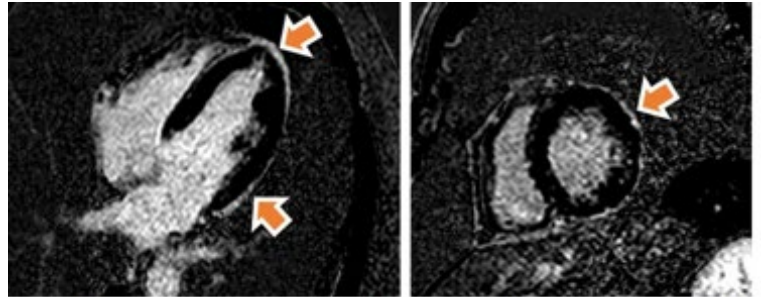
Resonancia cardíaca con gadolinio. Se evidencia pericardio engrosado, hiperintenso en secuencias ponderadas en T2 y con realce tardío de contraste. (Flecha naranja).
